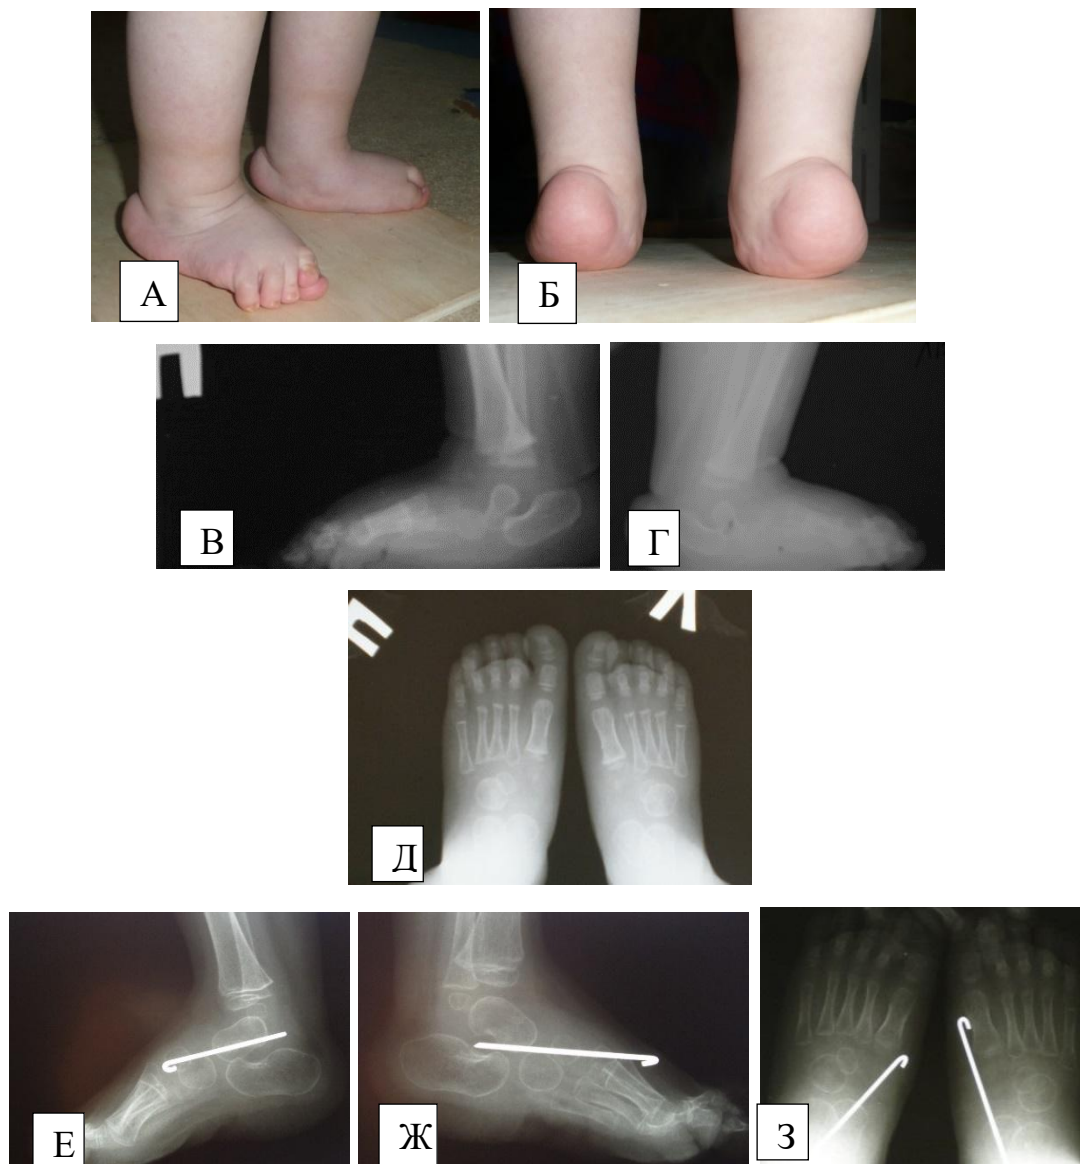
Пациентка Ш.: Врожденная вертикальная таранная кость, двухсторонняя. А, Б – внешний вид стоп при обращении (1г 11 мес.); В, Г, Д – рентгенограмма стоп при обращении (1г 11 мес.). Е, Ж, З – рентгенограмма стоп через 8 недель после операции (перед удалением спиц)
